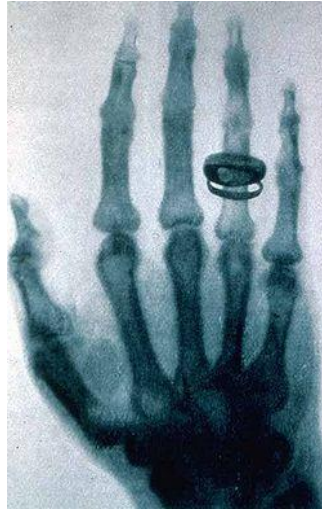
Primera radiografía, mano de Berta esposa de Roentgen
